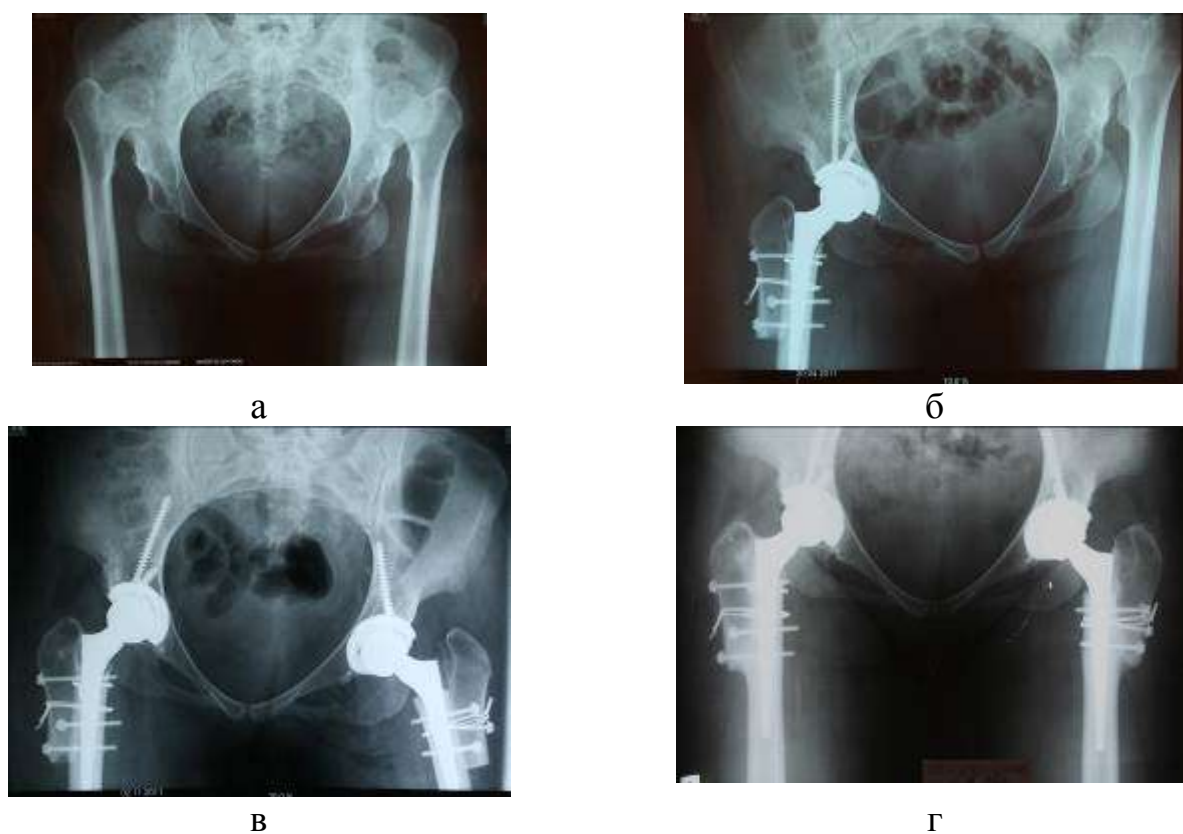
Рентгенограммы пациентки Ш., 35 лет, с двусторонним полным вывихом бедра: до операции (а), сразу после операции (б), через 6 месяцев выполнена операция слева (в), через 2,5 года с момента выполнения первой операции (г)
